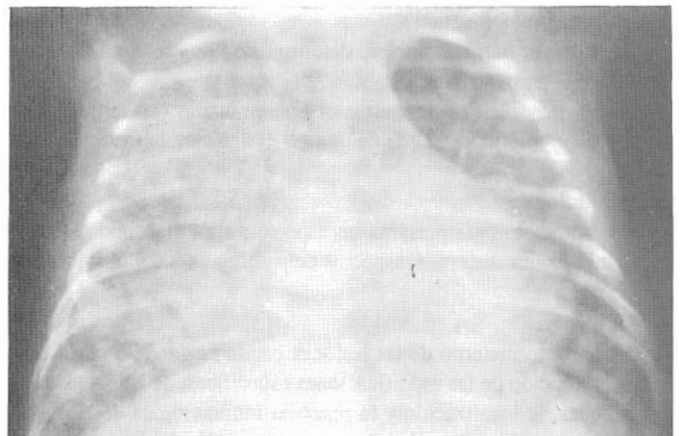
Radiografía pulmonar del niño: TBC Miliar.
